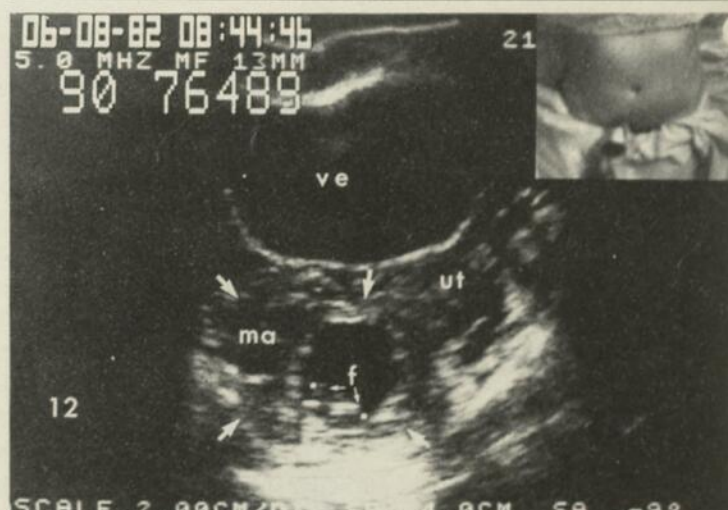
Grossesse ectopique. Coupe transverse du petit bassin : masse para-utérine droite avec sac et foetus vivant de 8,5 semaines. Diagnostic échographique sûr, mais présentation plutôt rare.
